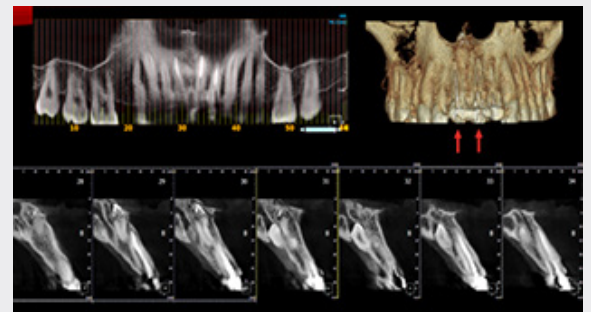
SE OBSERVA UNA TOMOGRAFÍA COMPUTADA DE HAZ CÓNICO DEL PACIENTE DE LA FIGURA 3, QUE FUE TOMADA PARA ESTUDIO PRE-IMPLANTARIO DONDE SE OBSERVA QUE TIENE 2 PIEZAS SUPERNUMERARIAS, UNA A NIVEL APICAL DEL 1.1 (CORTE 29) Y LA OTRA A NIVEL 2.1 (CORTE 32) QUE NO SE OBSERVAN EN LA PANORÁMICA. ESTO, DEBIDO A QUE ESTAS PIEZAS NO ESTÁN UBICADAS EN EL PASILLO FOCAL DE LA PANORÁMICA.
